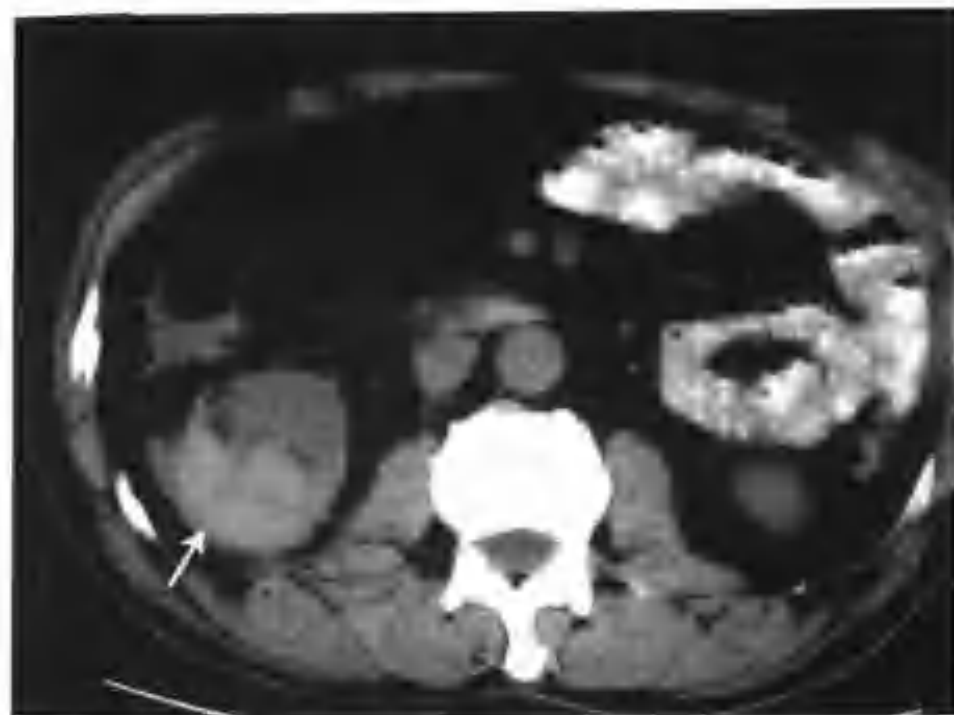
右肾错构瘤 (CT 平扫右肾见一混杂密度肿物 (箭头), 内见斑片状极低密度区 (脂肪))
